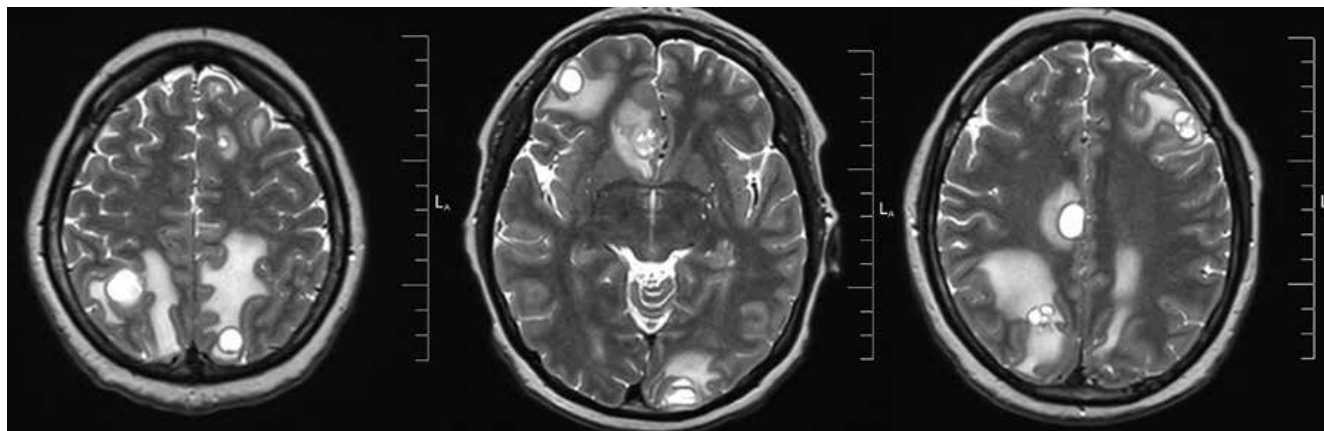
Рисунок 2А. МРТ от 11.2019: впервые выявленные метастазы в головном мозге.
